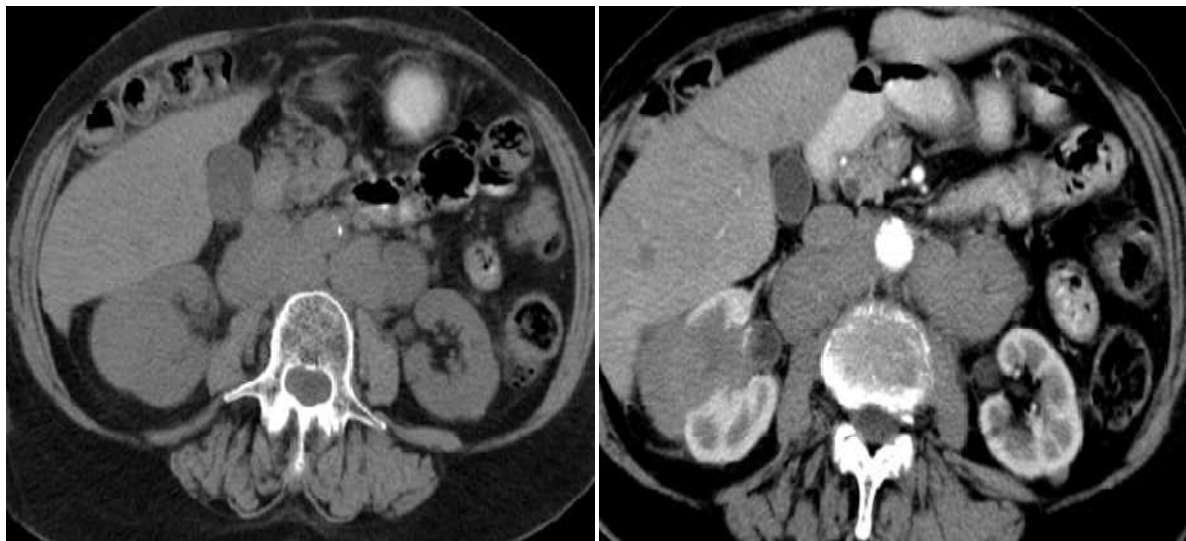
TDM abdominale montrant une atteinte rénale unilatérale
